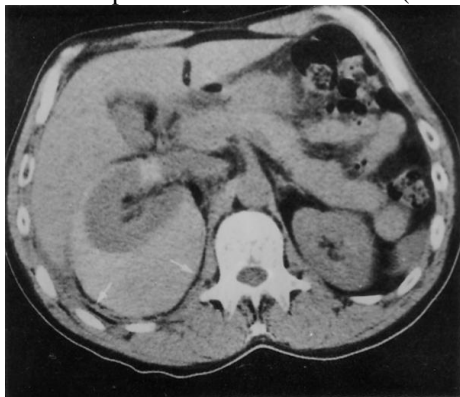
Traumatisme rénal : hématome de la loge. TDM avant injection de PDC : volumineuse collection spontanément hyperdense, refoulant le rein droit en avant ; limitée en périphérie par un liséré graisseux [petites flèches blanches].
